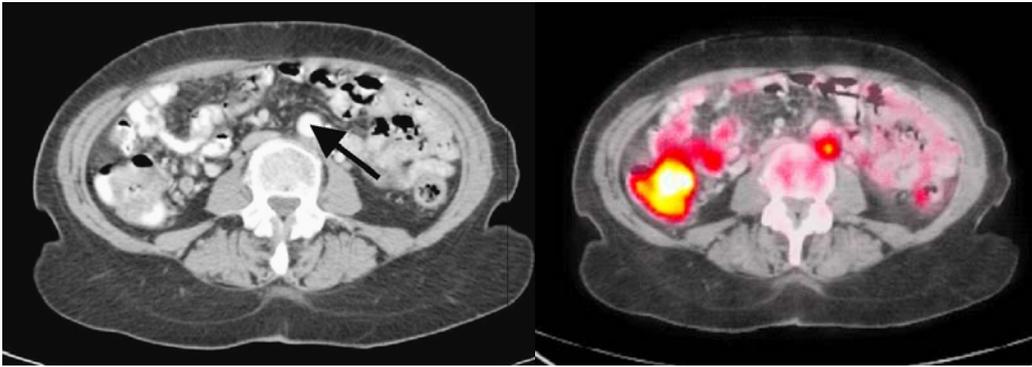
PET CT. Metástasis ganglionar de paciente con CaCu. La imagen de TC demuestra crecimiento ganglionar para-aórtico, heterogéneo, que muestra actividad metabólica significativa en la imagen fusionada de PET CT.
